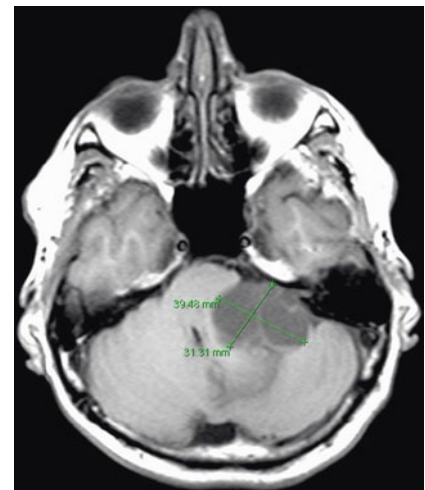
▲ Präoperative MRT eines zystischen Grad-IV-Akustikusneurinoms
